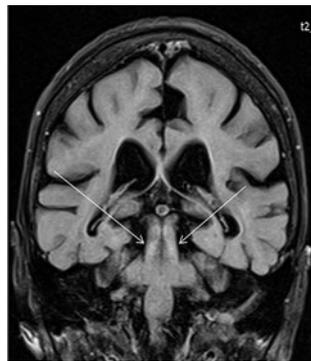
МРТ головного мозга больной Б. (июнь 2022 года). Коронарная проекция, T2-взвешенное изображение, гиперинтенсивный сигнал с двух сторон на уровне среднего мозга (стрелки)
